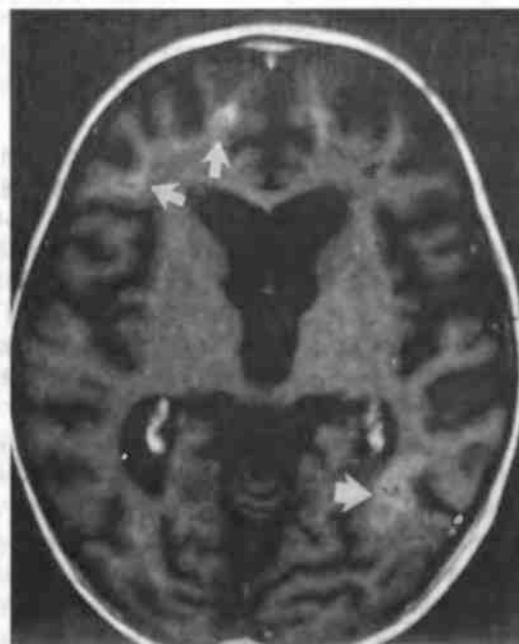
Генерализованные изменения головного мозга у ребенка после лучевой терапии на МРТ в T1-изображении — атрофия центральных структур и коры головного мозга и области интенсивного сигнала, обусловленные минерализующей микроангиопатией (стрелки)
